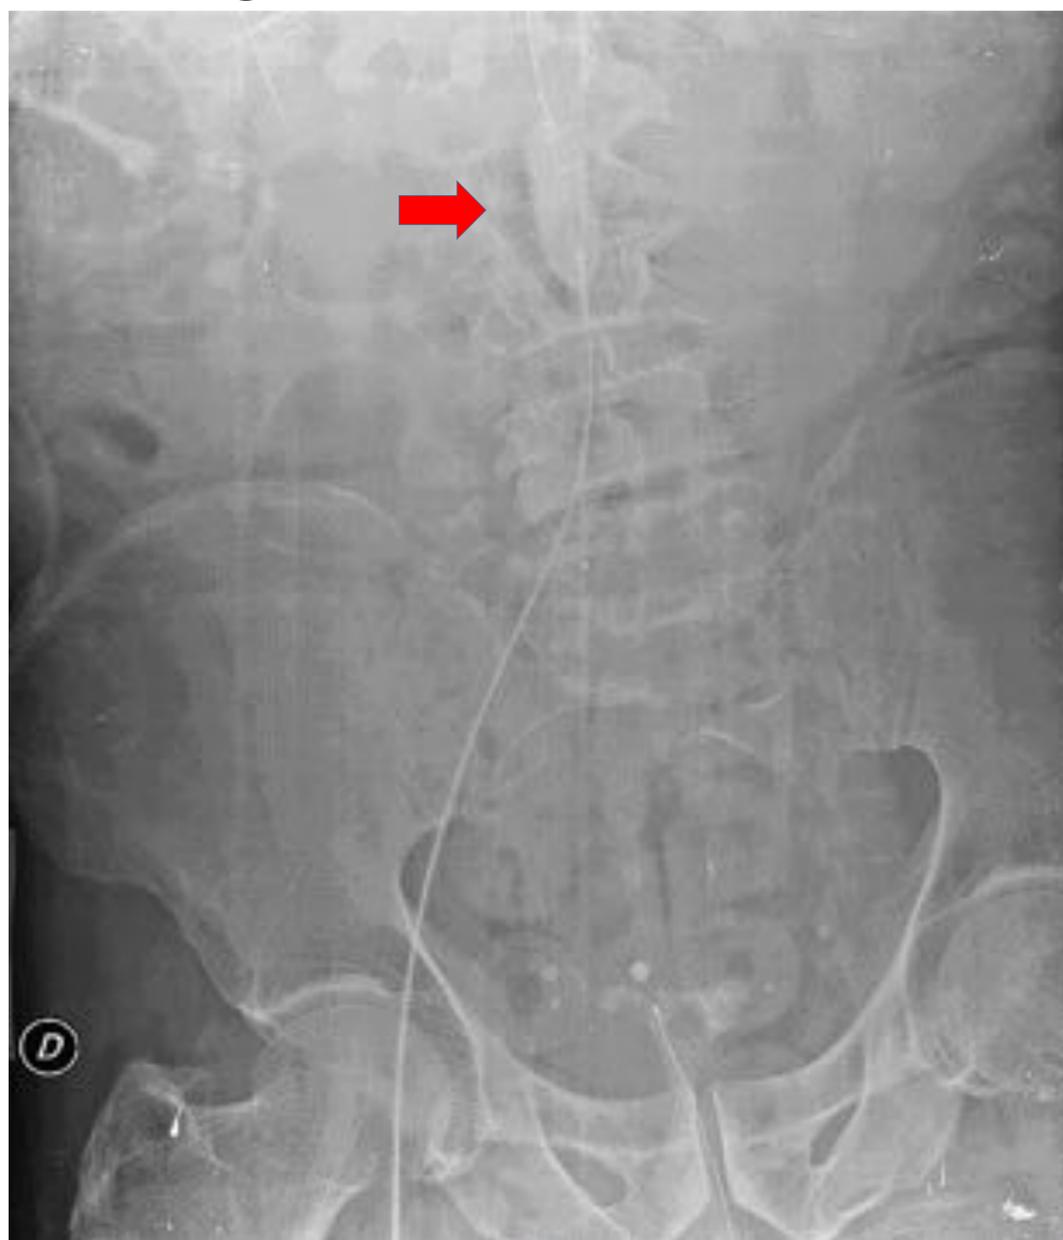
Radiografía AP de abdomen y pelvis donde se observa trazo de fractura vertical del ala sacra izquierda. Dispositivo REBOA en zona 3 (flecha roja).
